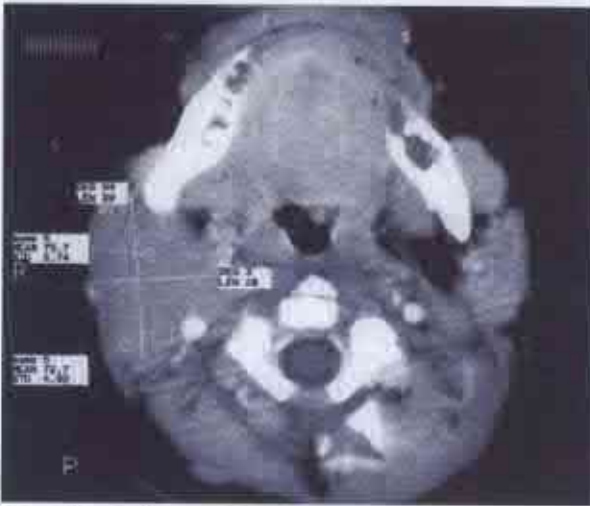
Tomografie computerizată axială (după Prossad T. et al.). Timus ectopic cervical în regiunea submandibulară pe dreapta.
